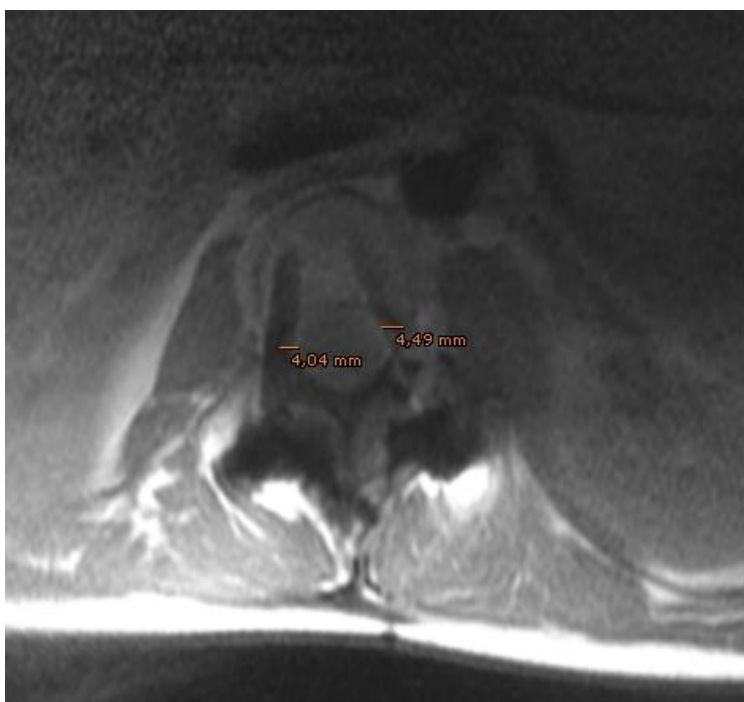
Medida de la brecha cortical de los tornillos malposicionados a través de imagen obtenida mediante RM. Secuencia DP MAVRIC SL, nivel L2..
